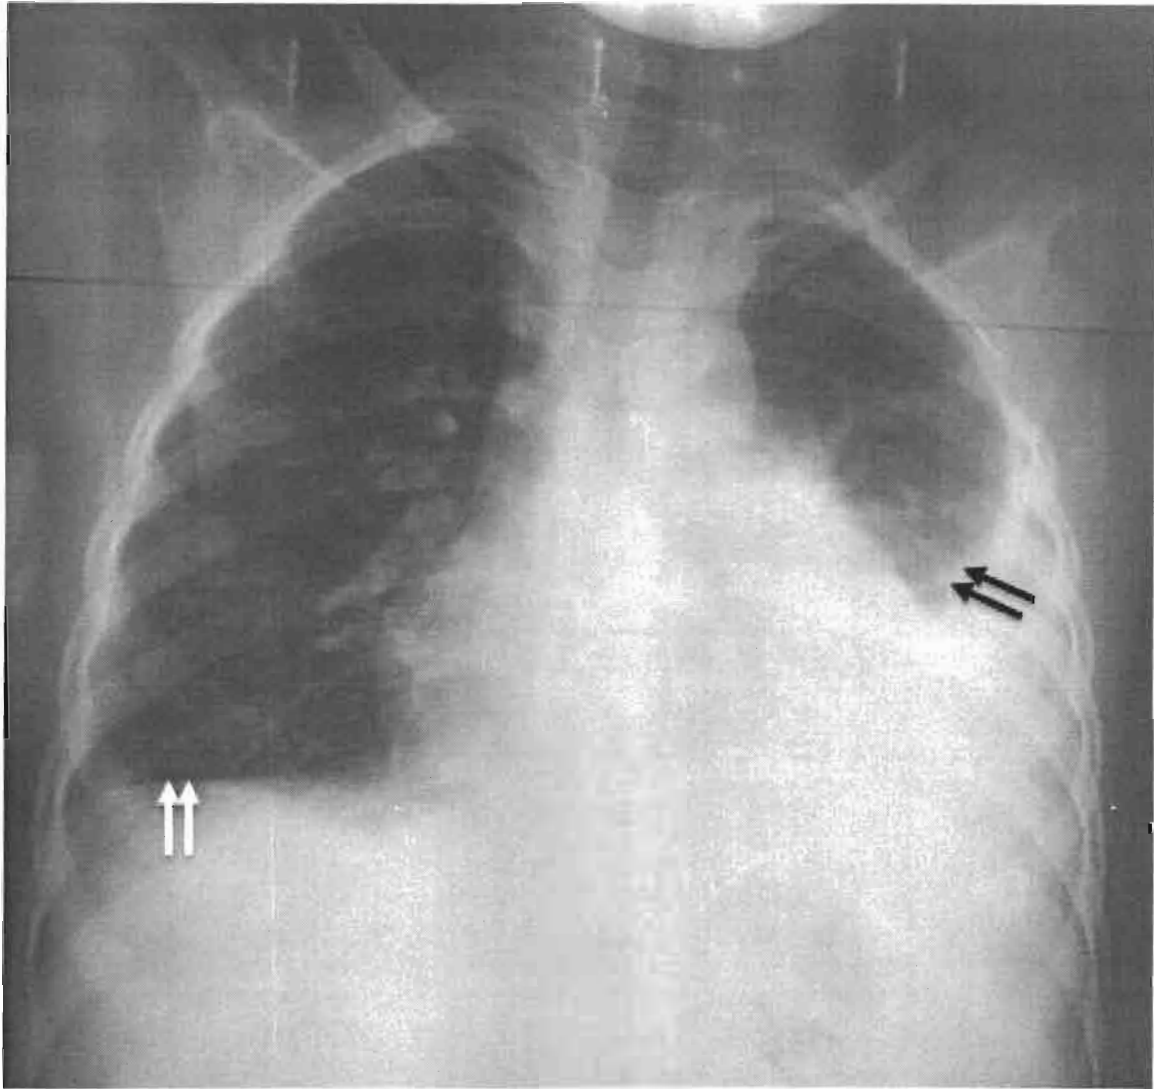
Radiographie thoracique de face chez un garçon de 9 ans qui a été hospitalisé toux plus fièvre chez qui nous notons un syndrome pleural bilatéral marqué par une pleurésie minime diaphragmatique droite (double flèches blanches) et modérée de la grande cavité pleurale gauche (double flèches noires)
